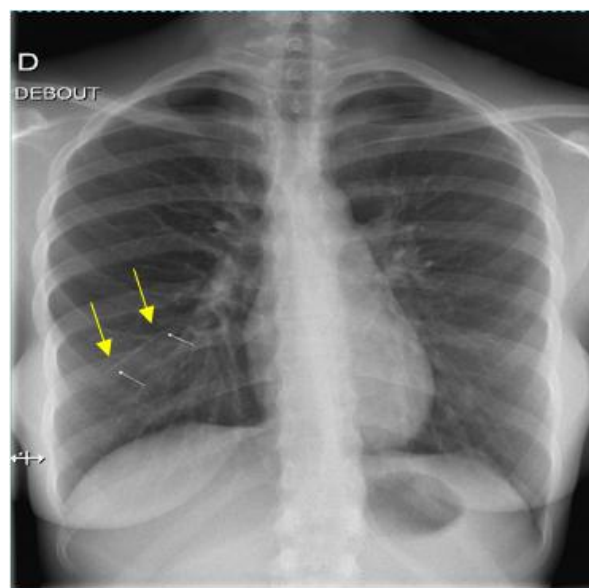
Radiographie pulmonaire de face : présence d'un corps étranger linéaire, radio-opaque au niveau du lobe inférieur droit (flèches blanches) correspondant à l'implant contraceptif.
